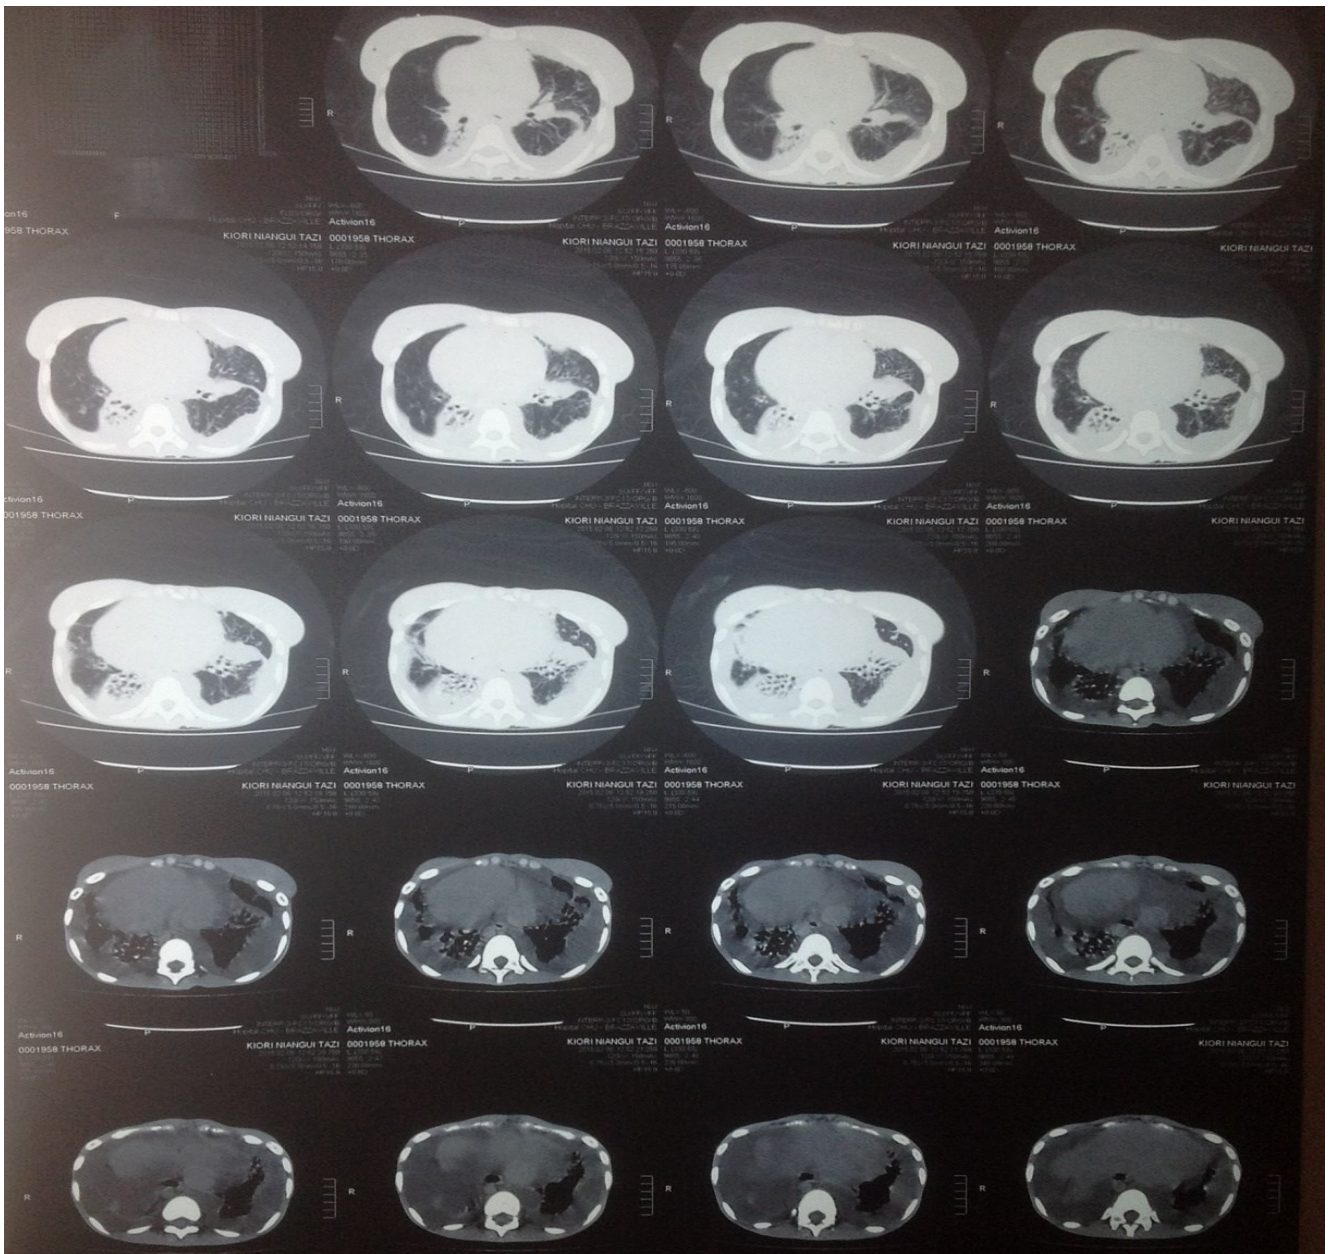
TDM thoraco-abdominale, confirmant le situs inversus, et visualisant les dilatations des bronches (DDB).
